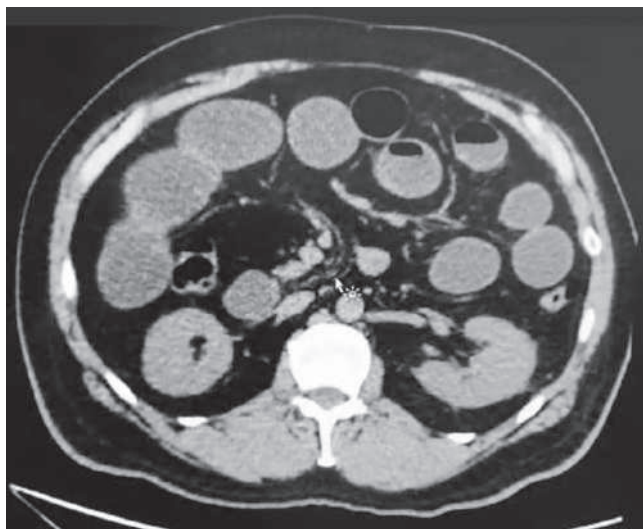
TAC de abdomen con datos de obstrucción intestinal por íleo biliar.
